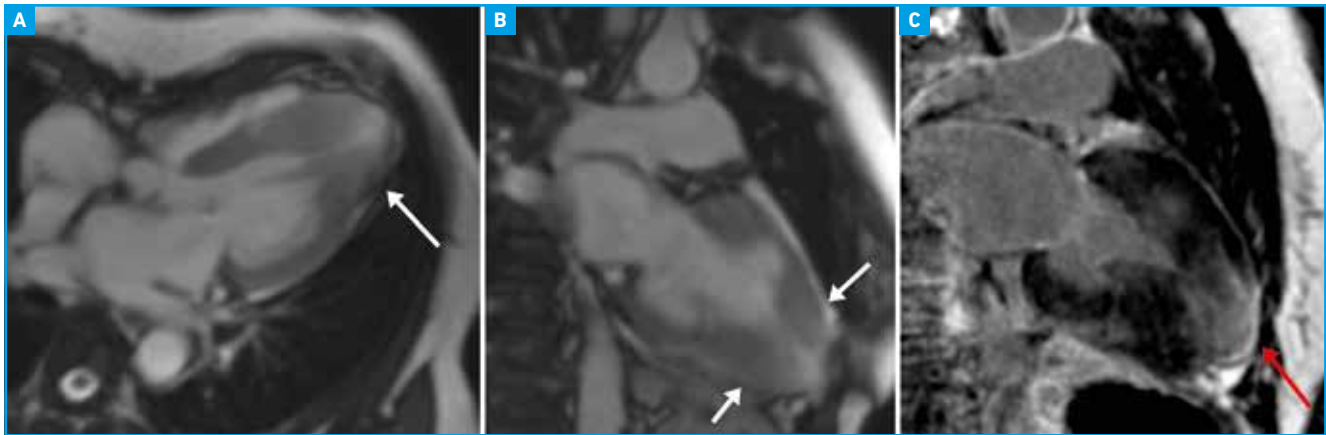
CMH médio-ventriculaire avec anévrisme apical. Séquences de ciné-IRM en 3 (A) et 2 cavités (B) montrant l'hypertrophie médio-ventriculaire épargnant l'apex (flèches blanches), avec prise de contraste apicale sur les séquences de RT (C) (flèche rouge).
